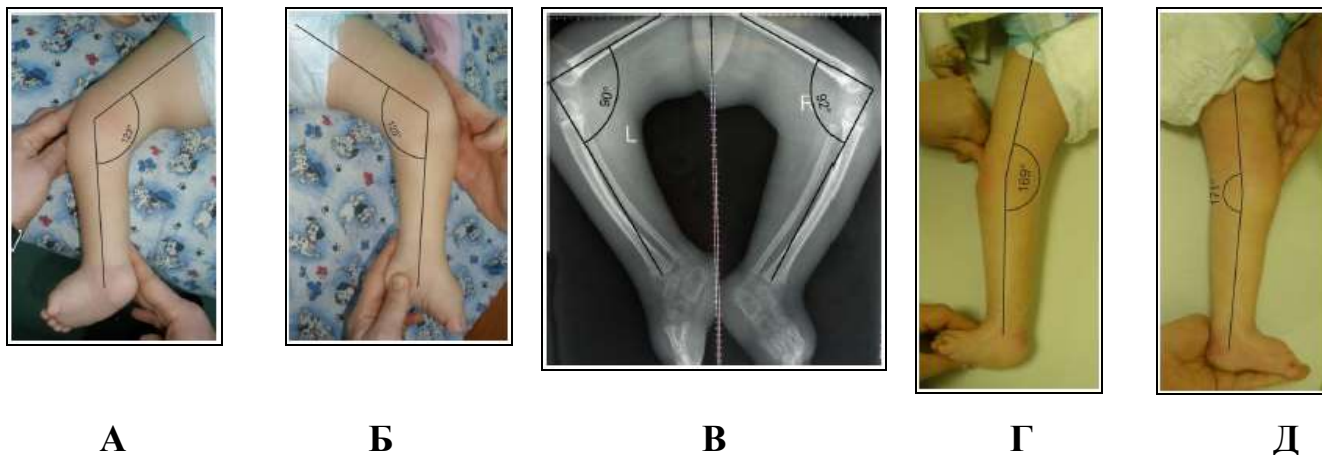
Консервативное лечение сгибательных контрактур коленных суставов у больного с врожденным множественным артрогрипозом: А,Б – сгибательные контрактуры в коленных суставах до лечения; В- рентгенограммы коленных суставов до лечения; Г, Д – вид конечностей после лечения.
